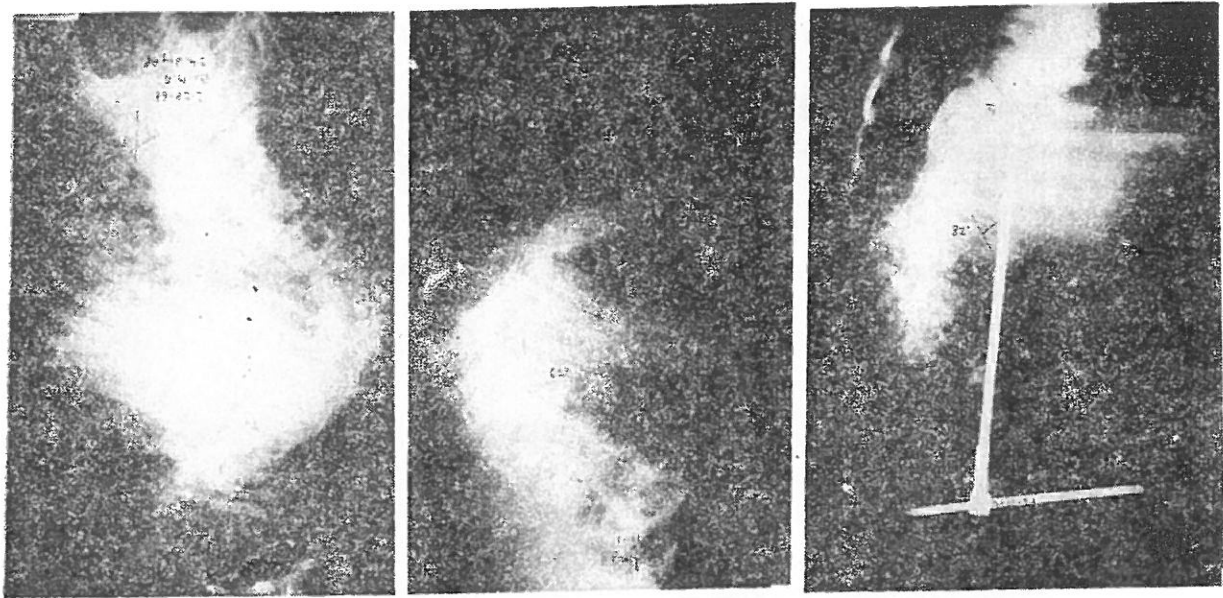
Roentgenographic Follow-up, Case II, before Milwaukee Brace, Preoperative & Postoperative films (from left to right)
